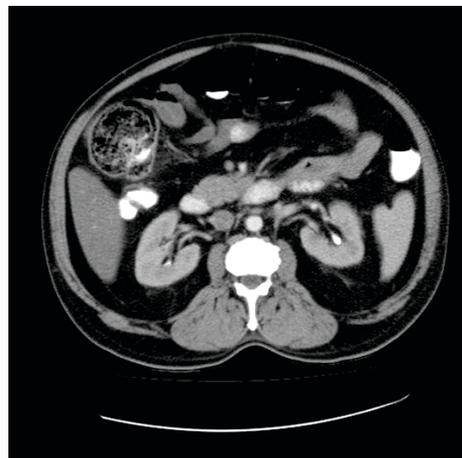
Tomografía Axial Computarizada de abdomen contrastado. Corte axial que muestra divertículo colónico gigante ocupado por materia fecal (Caso número uno)
